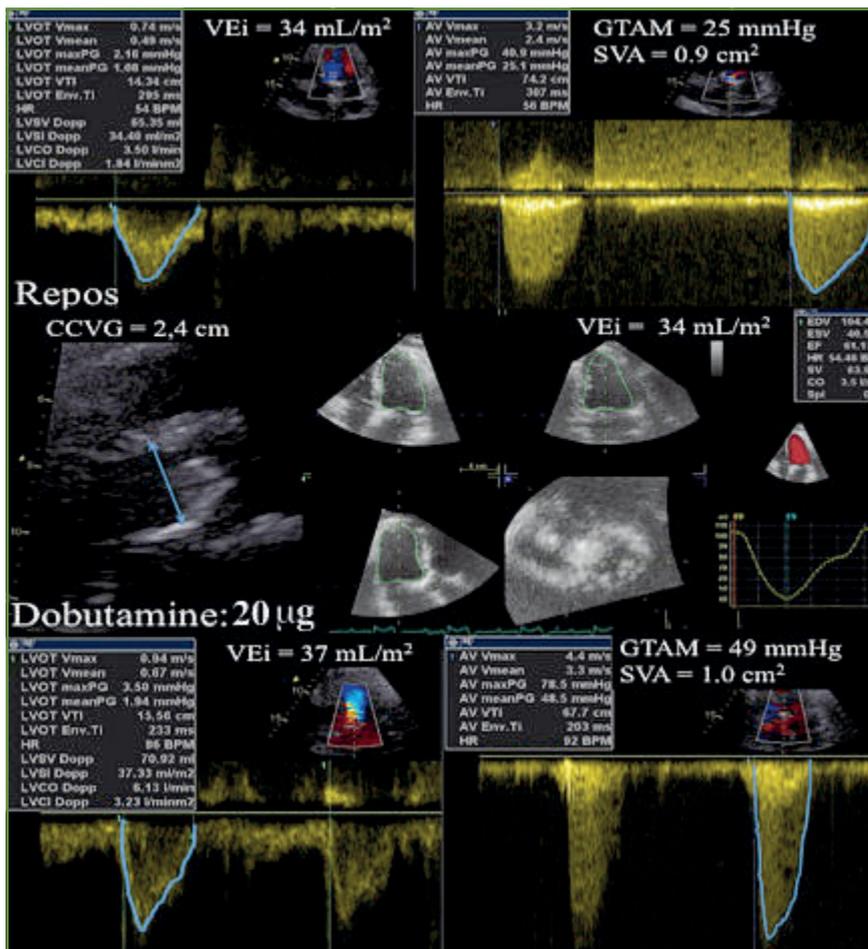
Exemple d'un patient symptomatique présentant une discordance entre le gradient transaortique moyen de 25 mmHg et la surface valvulaire aortique de 0,9 cm² en présence d'un volume d'éjection bas de 34 mL/m². Il est à noter que la chambre de chasse du ventricule gauche est mesurée en utilisant le mode zoom au point d'inflexion des cuspidés valvulaires en méso-systole, et que le volume d'éjection est confirmé par la mesure des volumes en 3D. En utilisant l'échocardiographie de stress à la dobutamine, il est possible de confirmer le diagnostic de sténose sévère vraie en observant une augmentation du gradient transaortique > 40 mmHg associé à la persistance d'une surface valvulaire aortique ≤ 1,0 cm². CCVG = chambre de chasse du ventricule gauche; GTAM = gradient transaortique moyen; SVA = surface valvulaire aortique; VEi = volume d'éjection indexé.
